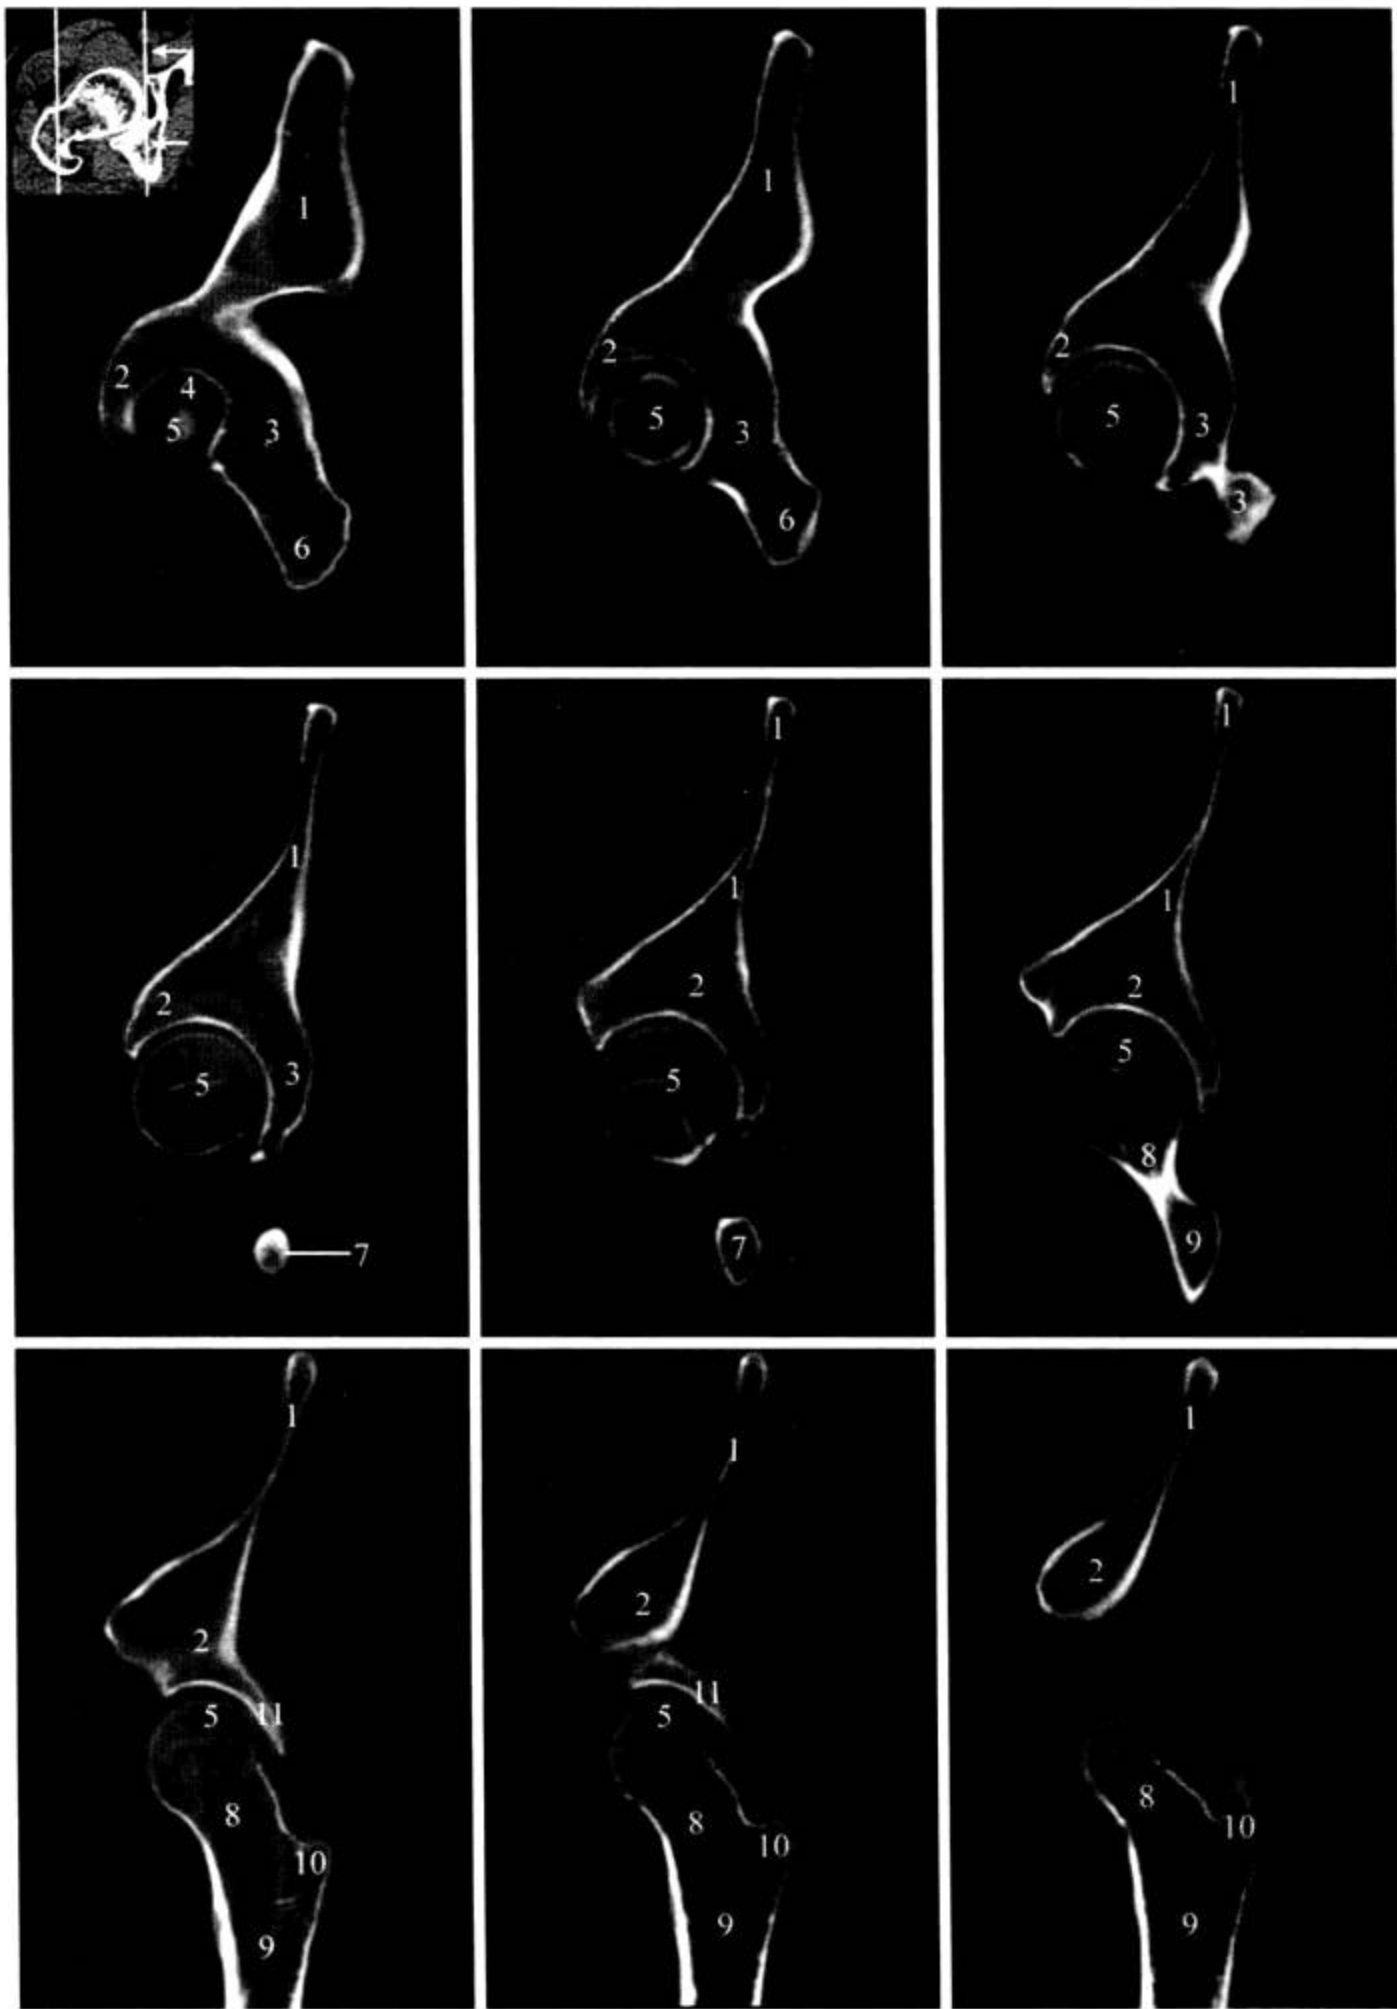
髋关节 CT 矢状面 MPR 重建
